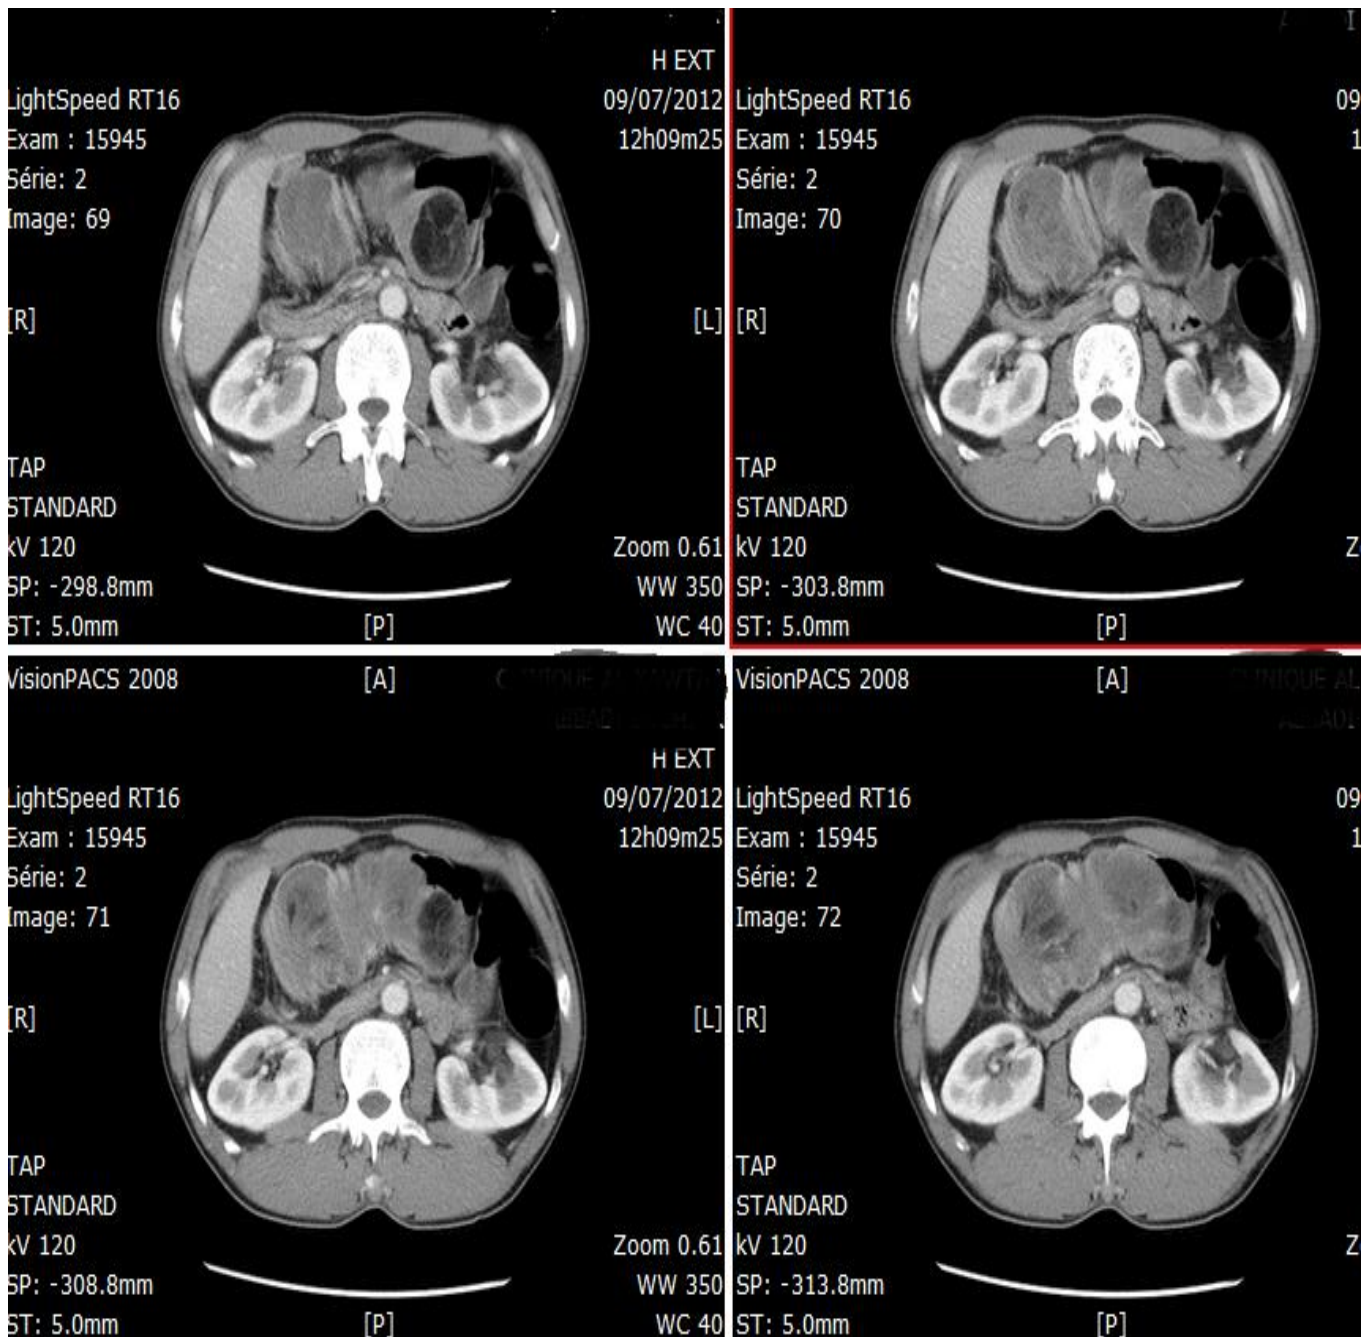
TDM abdominale avec injection de produit de contraste :
